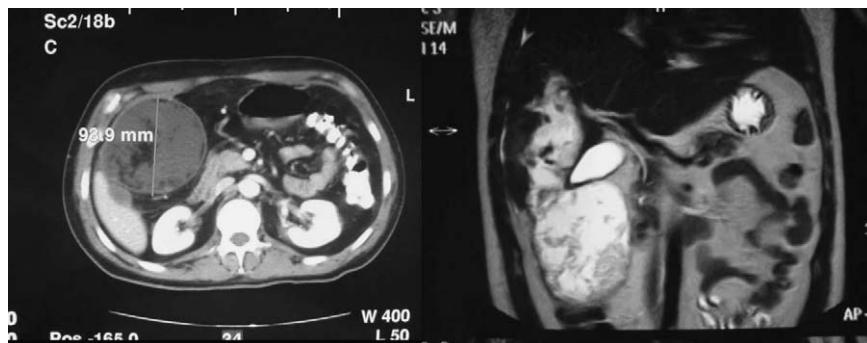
A: tomografía computarizada. B: resonancia magnética. Lesión focal de margen bien definido en el parénquima hepático, con dimensiones de $9,3 \times 9,8 \times 24$ cm, de contenido fundamentalmente líquido, alternando áreas densas con áreas hipodensas de densidad grasa.
